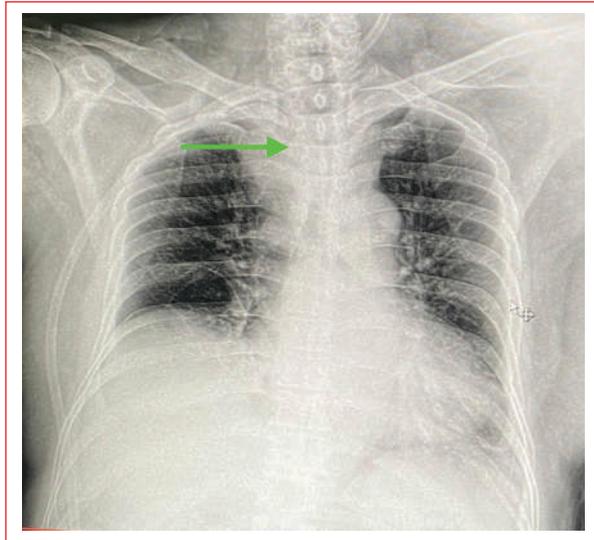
Radiografía posteroanterior de tórax. Se observa una imagen radioopaca en el ápice que afecta el lóbulo pulmonar superior derecho (flecha).
